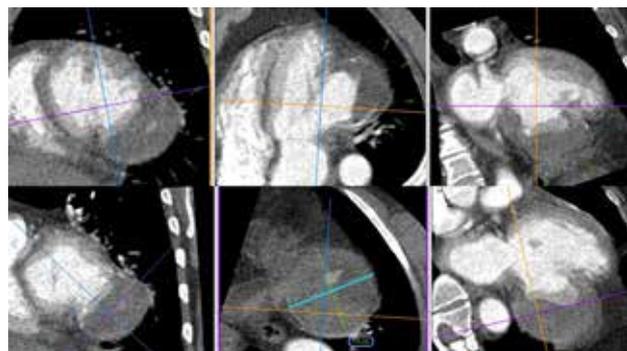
Angiotomografía cardiaca: aneurisma ventricular izquierdo inferolateral con boca ancha de 68.7×52.4 mm, con diámetros máximos de $79.1 \times 74 \times 61.2$ mm con escasa calcificación periférica y presencia de trombo en su interior adosado a la pared del aneurisma de 32.7×68.5 mm.
